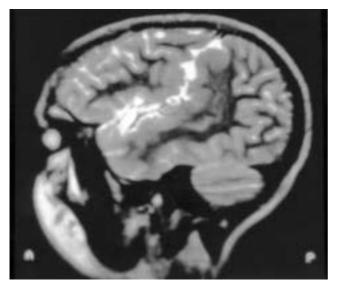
Caso 2. Corte sagital IRM; secuencia T2: Imagen típica de displasia cortical perisilviana. El córtex silviano, que aparece muy engrosado, se continúa con el de Rolando, exponiendo parcialmente la ínsula.
